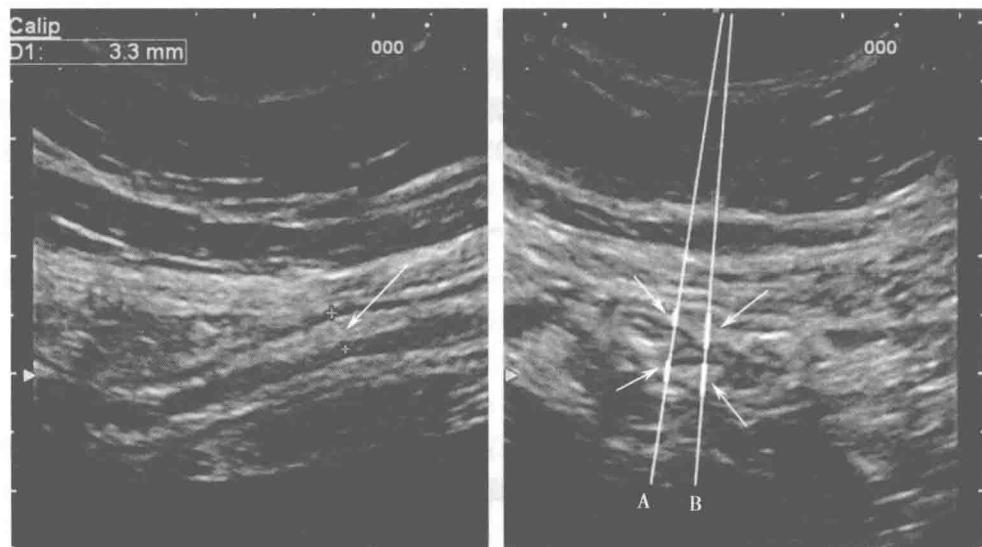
静止期溃疡性结肠炎患者乙状结肠的超声纵切面图像(左图)和横切面图像(右图)。横切面可明显观察到黏膜皱襞的存在,因此纵切面(左图)所测得的肠壁厚度(箭所示)可因横切面(右图)超声波声束(A/B)对肠祥入射角度的变化而变化
